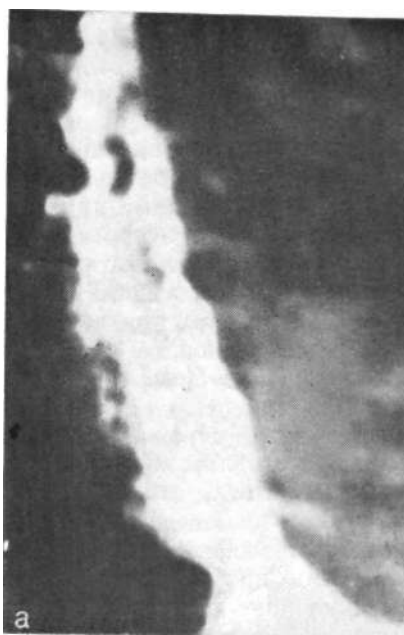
НС. Варикоз дистальной трети пищевода. Изменчивость рентгенологической картины.
